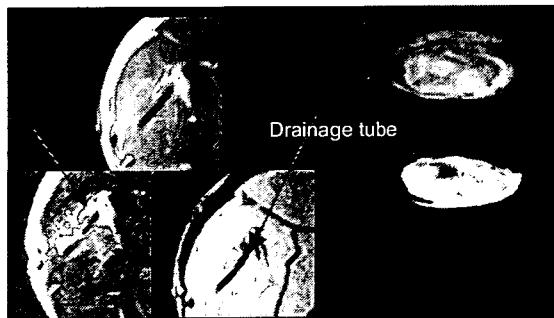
図：Preoperational T1, T2 Imaging with 0.3 T open MRI with surface coil.
